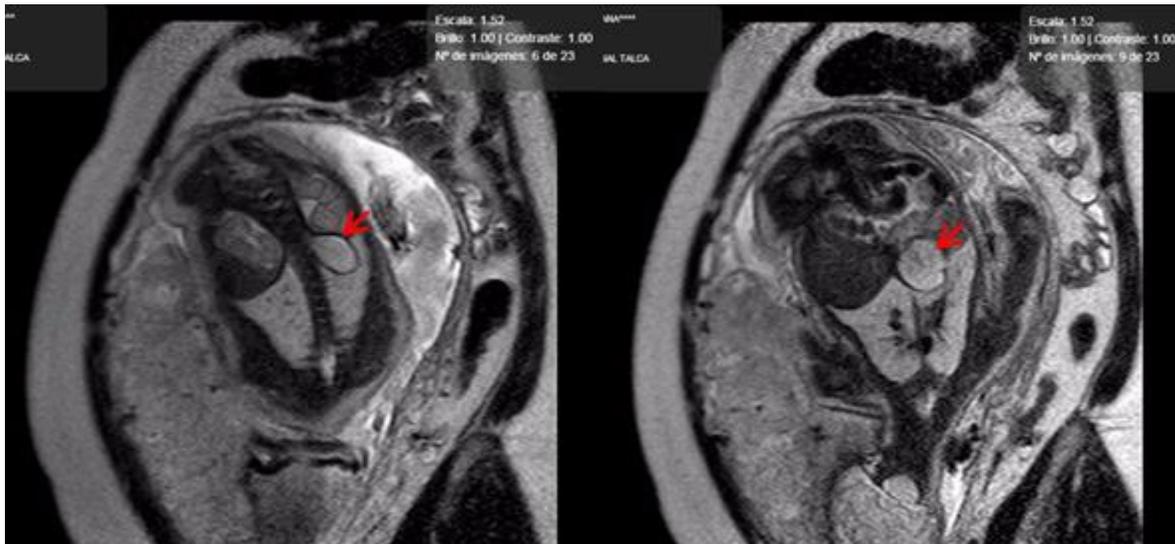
Resonancia magnética prenatal realizada a las 33+2 semanas de gestación. Se marca en rojo lesión hiperintensa en región suprarrenal izquierda.
